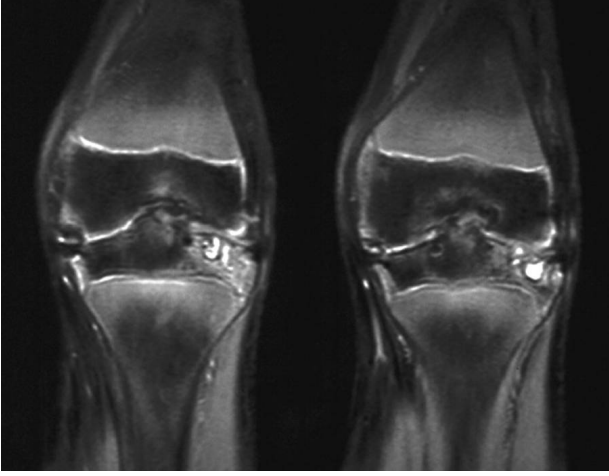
Sol diz koronal T1 ağırlıklı MRG tetkiki. Diz eklem aralığı normal genişlikte olmasına karşın, her iki femur kondilinde osteokondral tutuluşa ait erken sinyal bozulmaları izleniyor.
